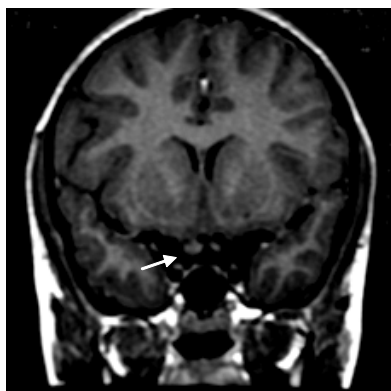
RMN – CE. Plano coronal T1 revelando assimetria de calibre dos nervos ópticos, como evidência de glioma
